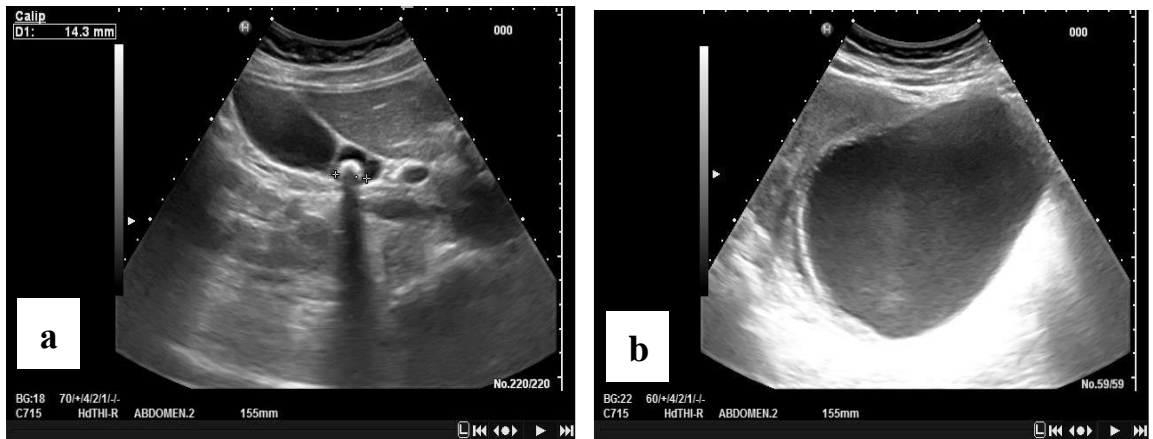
УЗИ. ОКХ. Киста правого яичника.
